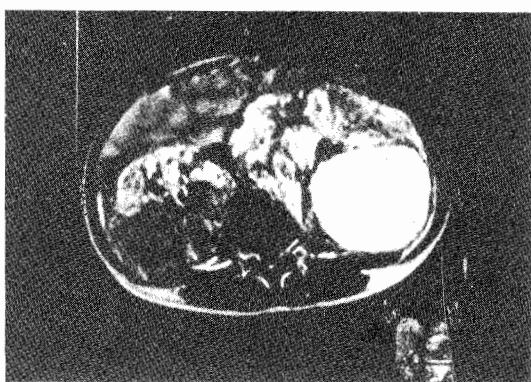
Aksial, post kontrast BT kesitlerinde, sol böbrek lokalizasyonunda 16 cm çaplı ve sağ böbrek lokalizasyonunda 9 cm çaplı içerisinde septumlar, vasküler yapılar ve yağ komponenti olan anjiyomiyolipomlara ait görünüm.
